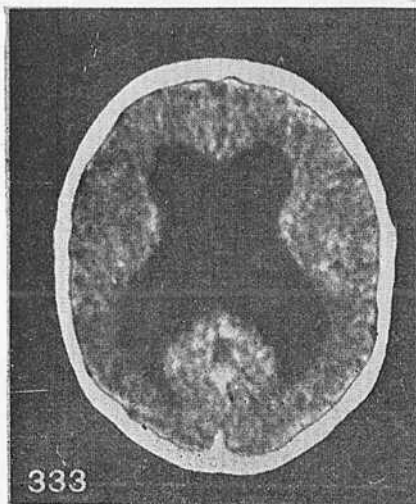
Посттравматический арахноидит у больного 9 лет, КТ через год после черепно-мозговой травмы. Расширение субарахноидальных щелей и межполушарной щели.
